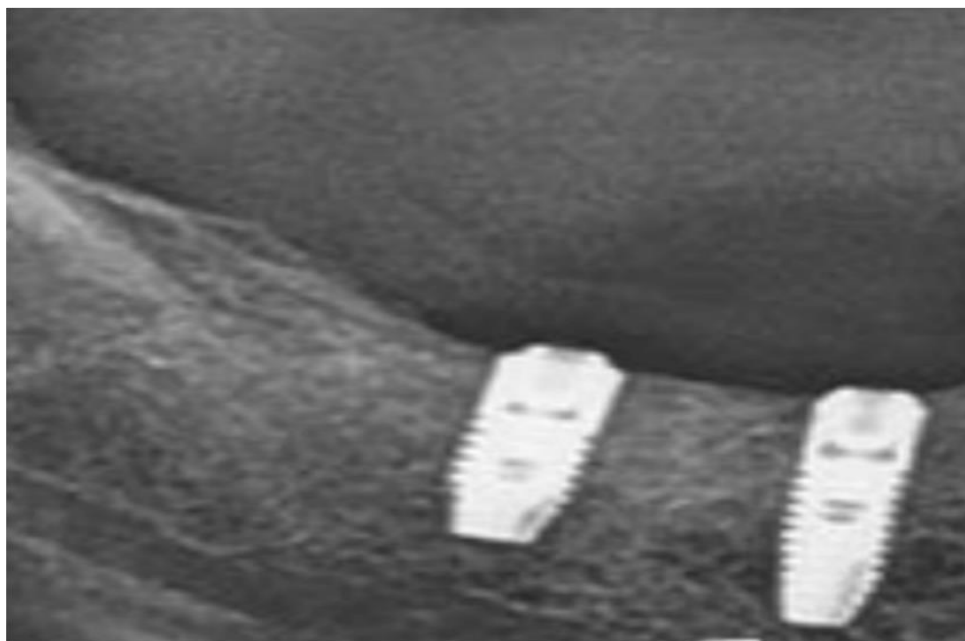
Пациент 2 группы, ортопантомограмма до установки постоянной конструкции.
